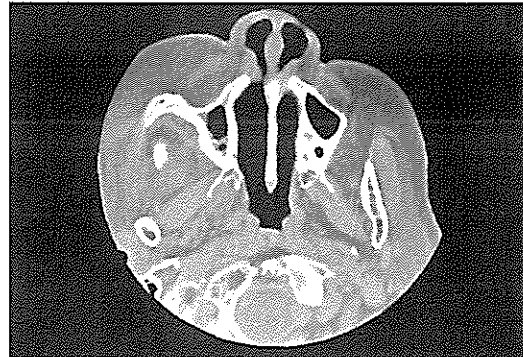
PNS CT 소견. 우측 상악동 점막이 비후되어 있고 상악동 전벽이 내측으로 밀린 소견이 관찰된다.
